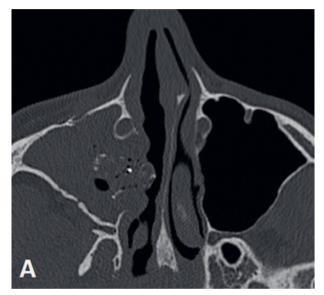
Sinusite maxillaire droite aspergillaire Coupes TDM axiale (A) et coronales (B) : comblement quasi complet maxillaire droit contenant des calcifications et une migration de pâte dentaire très évocatrice d'une truffe aspergillaire.
